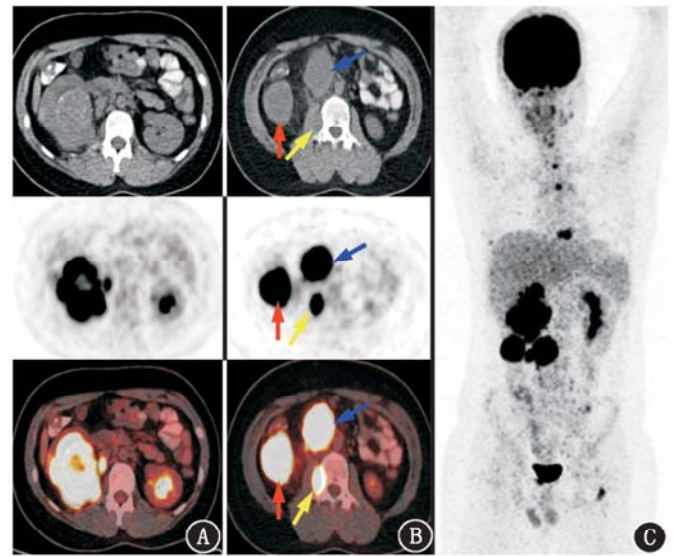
肾原始神经外胚层瘤/尤文肉瘤患儿(男, 12 岁)¹⁸F-脱氧葡萄糖(FDG) PET/CT 显像图。A. 显像示右肾肿块¹⁸F-FDG 摄取增高, 最大标准摄取值(SUV_{max})为 17.9; B. 显像示右肾筋膜(红箭头示)、腹主动脉旁(蓝箭头示)及右侧腰大肌(黄箭头示)¹⁸F-FDG 摄取增高灶; C. 全身最大密度投影图示第 8 胸椎摄取增高, SUV_{max} 为 14.3
